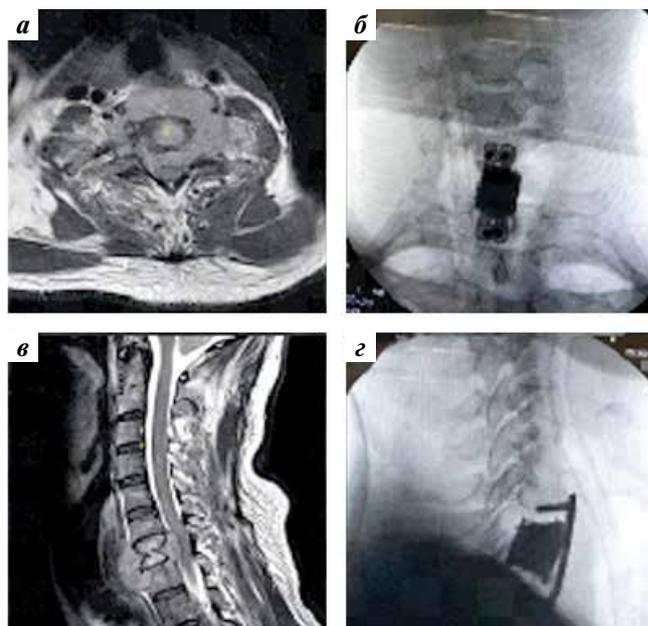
Клинический пример: пациент 52 лет; МС почечно-клеточной карциномы в С7-позвонок, осложненный компрессией СМ, с клиникой умеренного тетрапареза и выраженным БС (больной не может встать, нуждается в постоянном уходе). Выполнена вентральная декомпрессия, опорный межтеловой спондилодез С6 — Т1 полиметилметакрилатовым кейджем с фиксацией пластиной. После операции пациент самостоятельно передвигается, встает, обслуживает себя. Изображения: а, б — МРТ до вмешательства; в, г — рентгенограммы после операции
